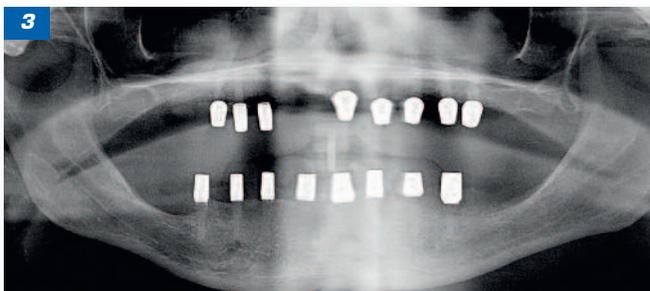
bis 4: Alle röntgendurchlässigen *Win! Peek*-Implantate werden mit *Zirkon-Prep-Caps* direkt im Anschluss an die Implantation dauerhaft versehen, um die benötigte Steifigkeit und einen optimalen Ausgleich von Achsendivergenzen für die Prothetik zu gewährleisten.
